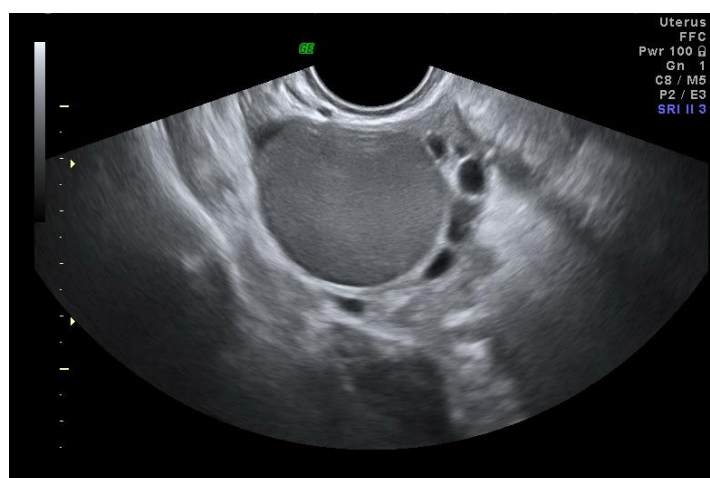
2D-УЗИ: в структуре визуализируется РЭОЯ с деформированными фолликулами, оттесненными к периферии.
